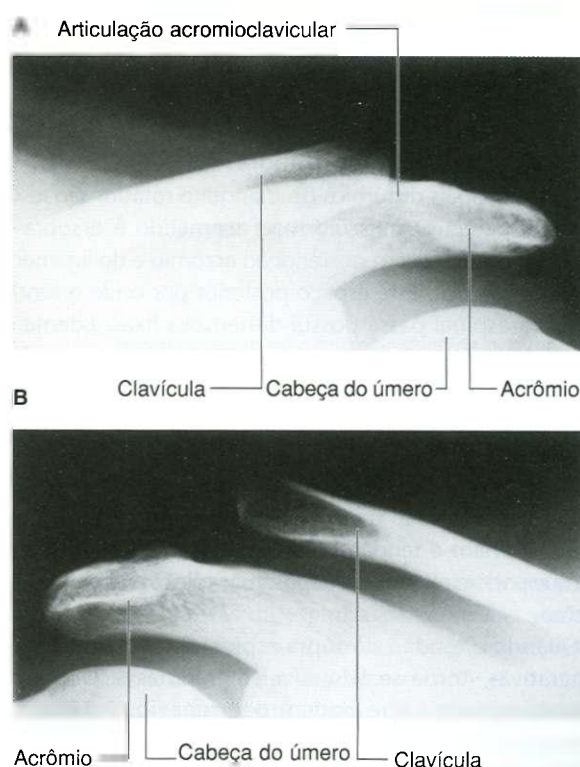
Radiografias de articulações acromioclaviculares. A. Articulação acromioclavicular esquerda normal. B. Articulação acromioclavicular direita luxada.
